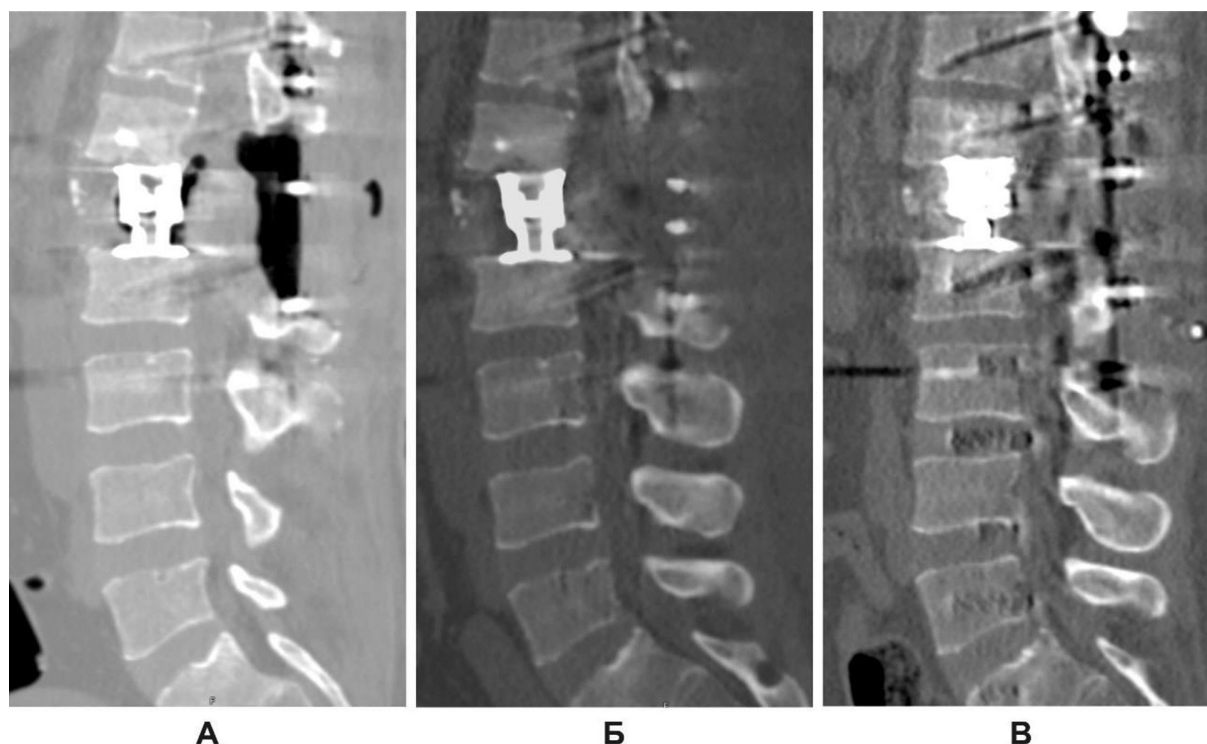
Пацієнт Т., 41 рік. СКТ поперекового відділу хребта: А – через 3 дні після хірургічного втручання; Б – через 2 міс; В – через 6 міс (пояснення в тексті)
